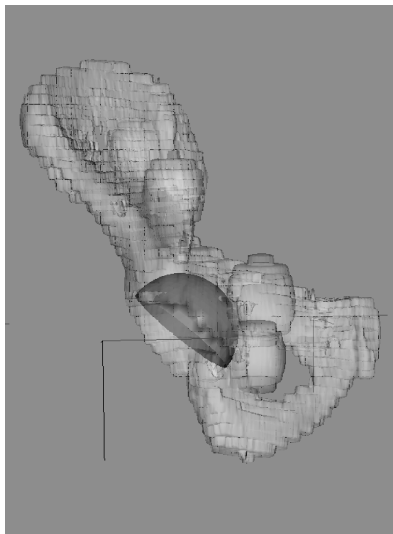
Cup planning (CT slice thickness 5 mm and reconstructed pitch 5 mm).
